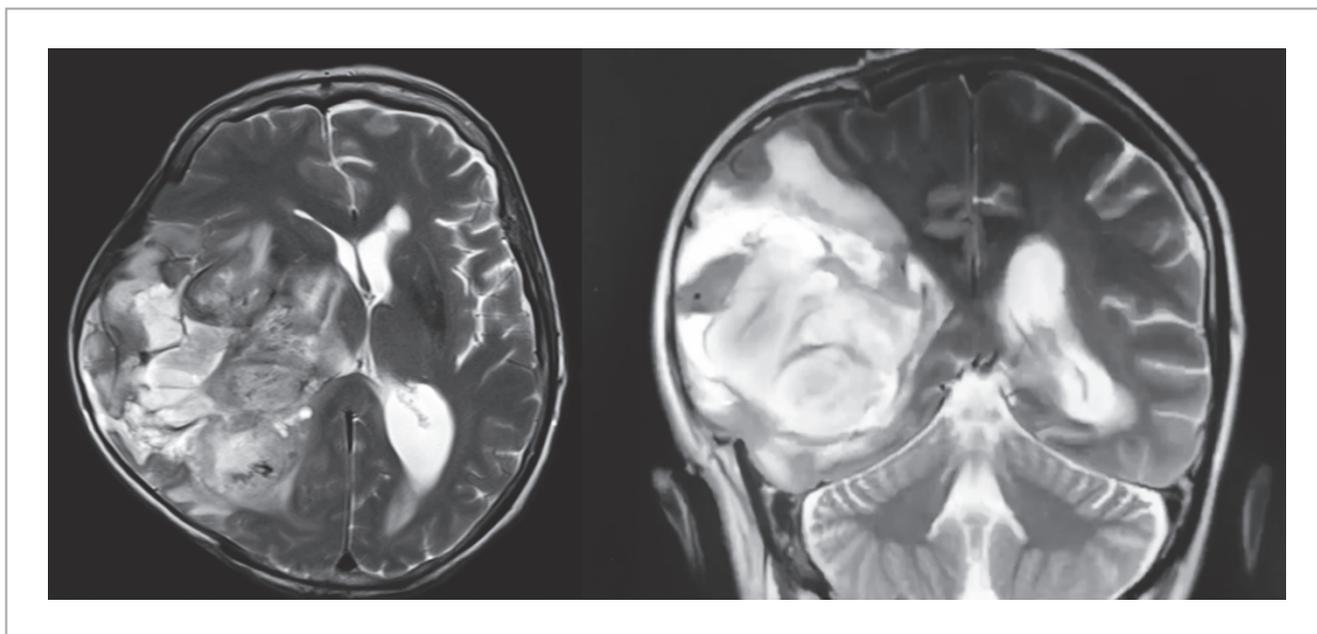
Neuro-imagem (RM) após agravamento do estado neurológico.
